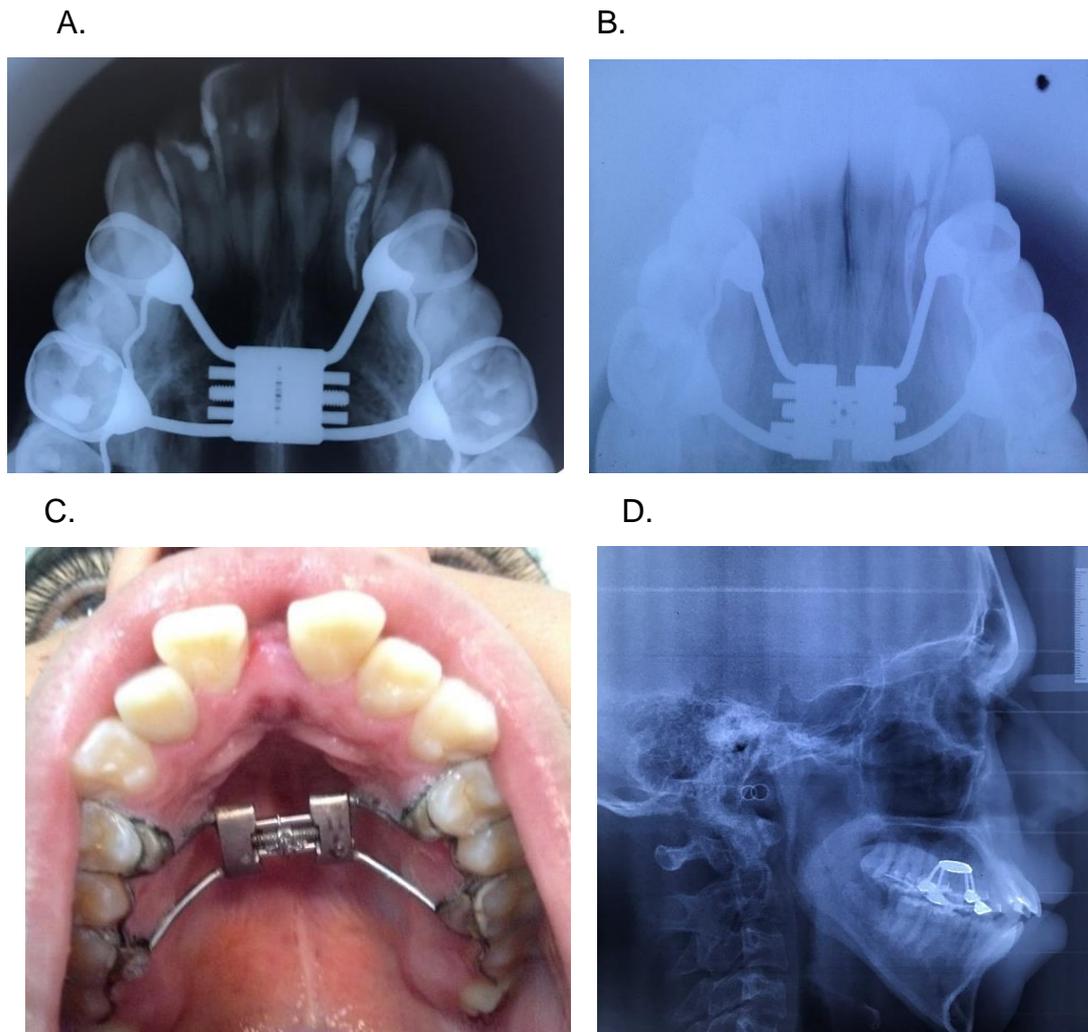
(A) Foto da radiografia da maxila sem ativação. (B) Foto da radiografia da maxila mostrando a fragilização da sutura. (C) Foto da maxila mostrando o resultado da expansão. (D) Foto da tele-radiografia lateral mostrando a diminuição de inclinação dos incisivos superiores.
